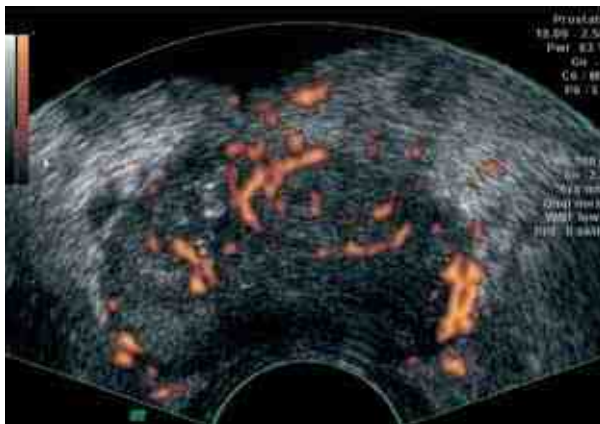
ТРУЗИ при остром простатите. Усиление сосудистого рисунка. Энергетическая доплерограмма
